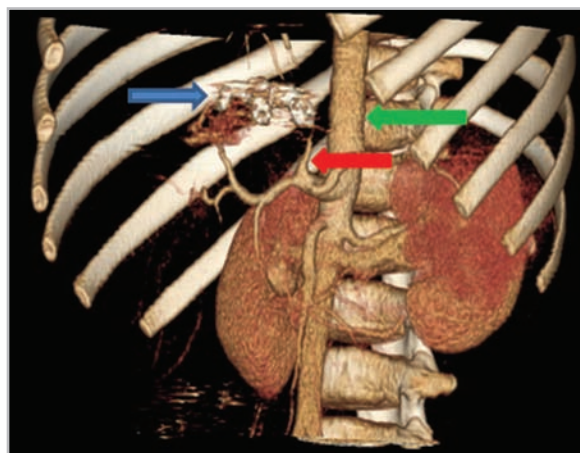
Контрастная компьютерная томограмма абдоминальной аорты в 3D-реконструкции. Полная окклюзия артериопортальной ангиоматозной фистулы (аорта указана *зеленой стрелкой*, абберантная печеночная артерия — *красной стрелкой*, спиральи Gianturco — *синей стрелкой*)
